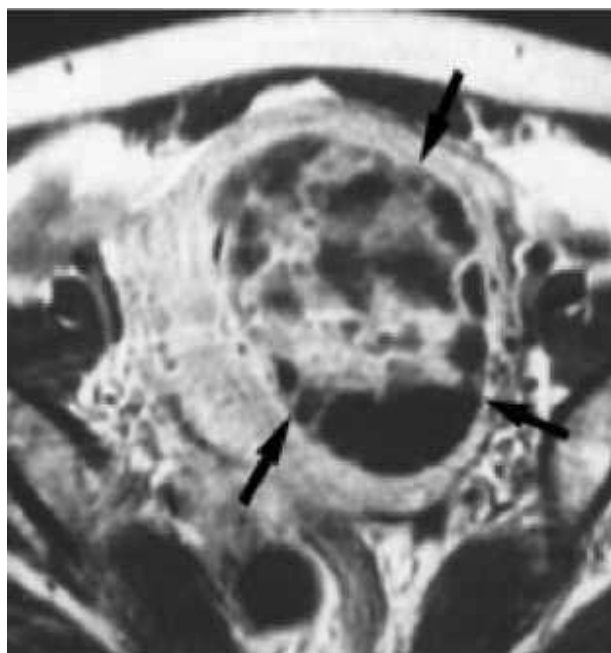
Coupe axiale d'IRM en T1. Masse hétérogène avec des septas rehaussés par le PDC (SSE de bas grade) (41)
